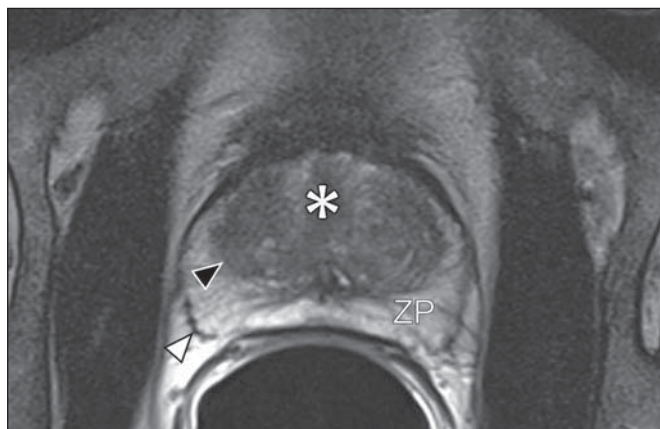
RM da próstata normal. T2WI no plano axial mostra a cápsula prostática (cabeça de seta branca), a zona periférica (ZP), a cápsula cirúrgica (cabeça de seta preta) e a glândula interna (asterisco).
